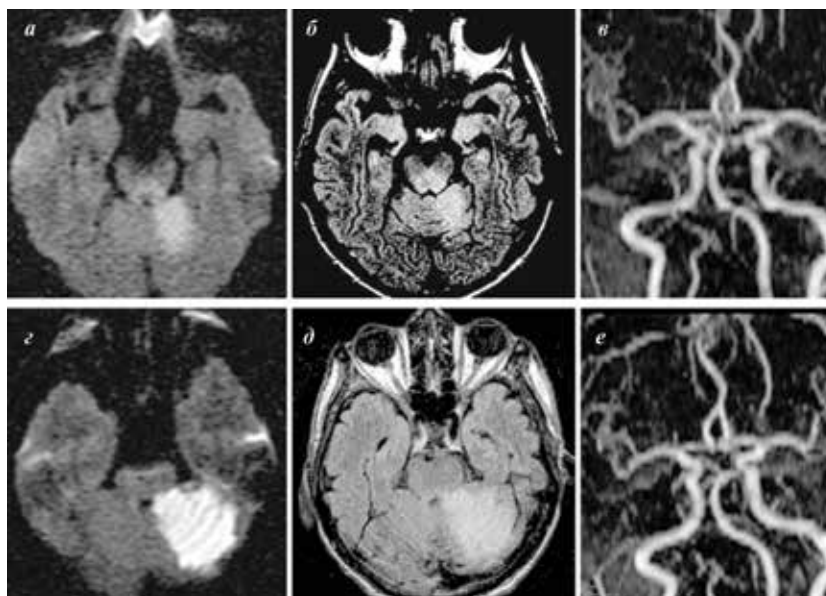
МРТ (а, б, г, д) и МР-ангиография (в, е) у больного С., 68 лет, с ИИ в вертебробазилярном бассейне до и после внутривенного введения актилизе (описание в тексте)
